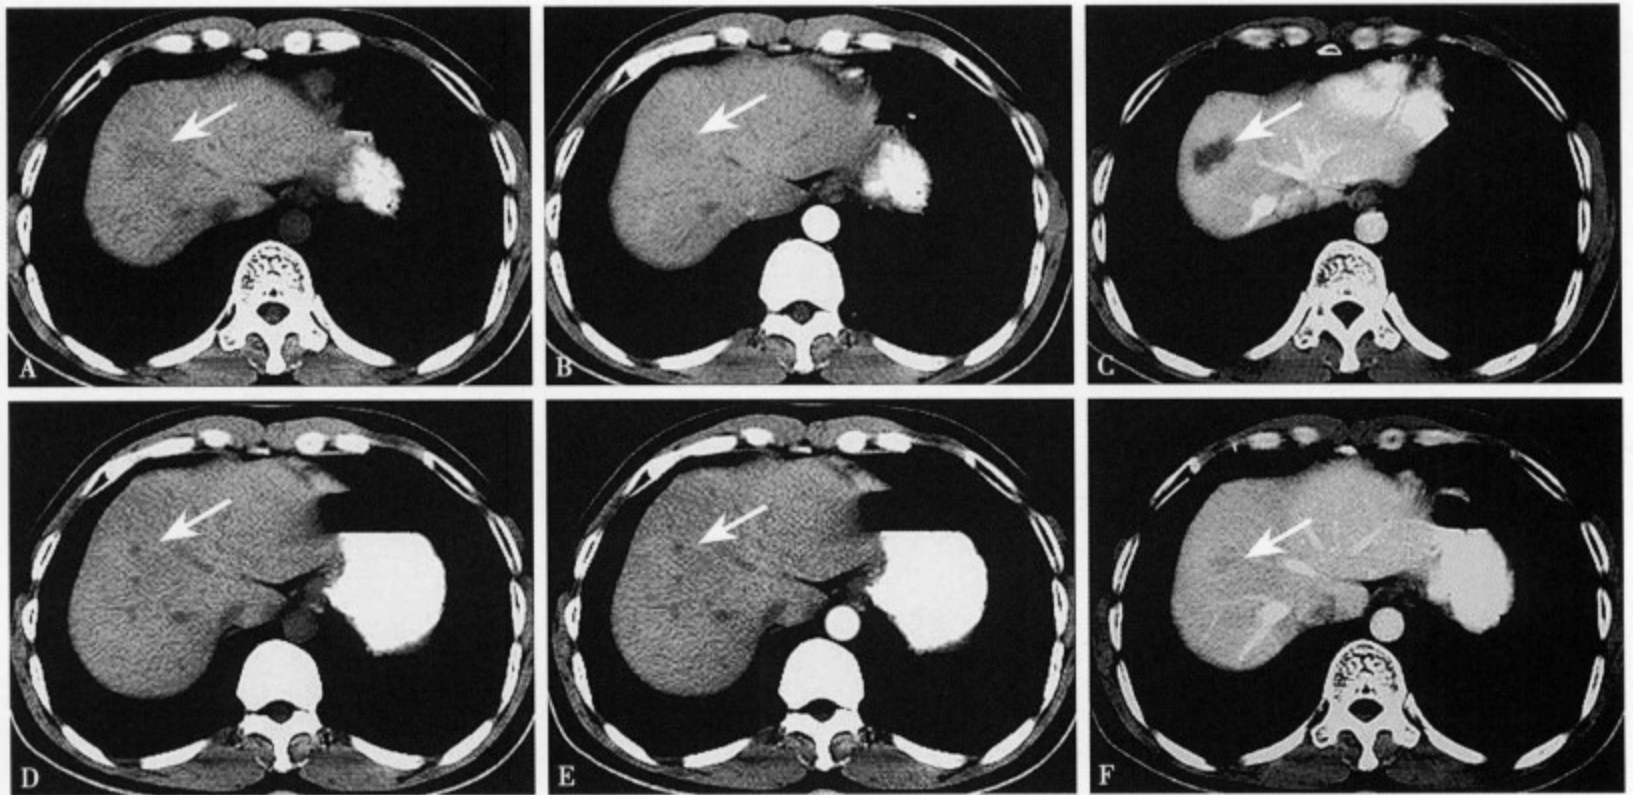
与图 4-43 同一病例。经三维适形放疗 TD48Gy 及 PF 方案化疗后复查。(A)、(B)、(C) 及 (D)、(E)、(F) 分别为两个不同层面的 CT 平扫、动脉期、门静脉期图像，见转移灶明显缩小，增强扫描无强化
